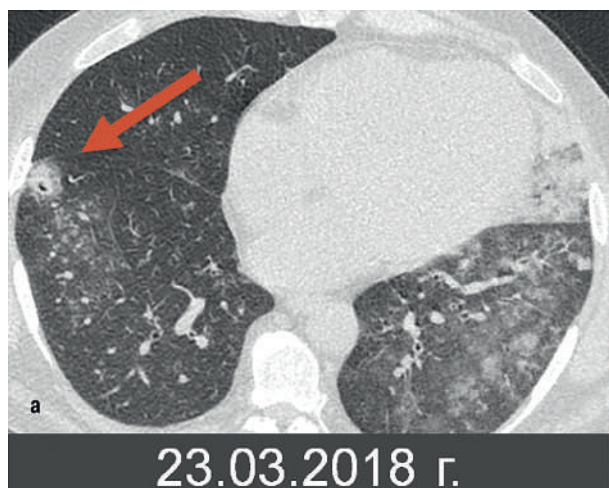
а,б. Компьютерные томограммы пациента О. Отмечается отрицательная динамика на фоне проводимой терапии: нарастание плотности и распространенности изменений в легких, увеличение полости деструкции в S8 справа
